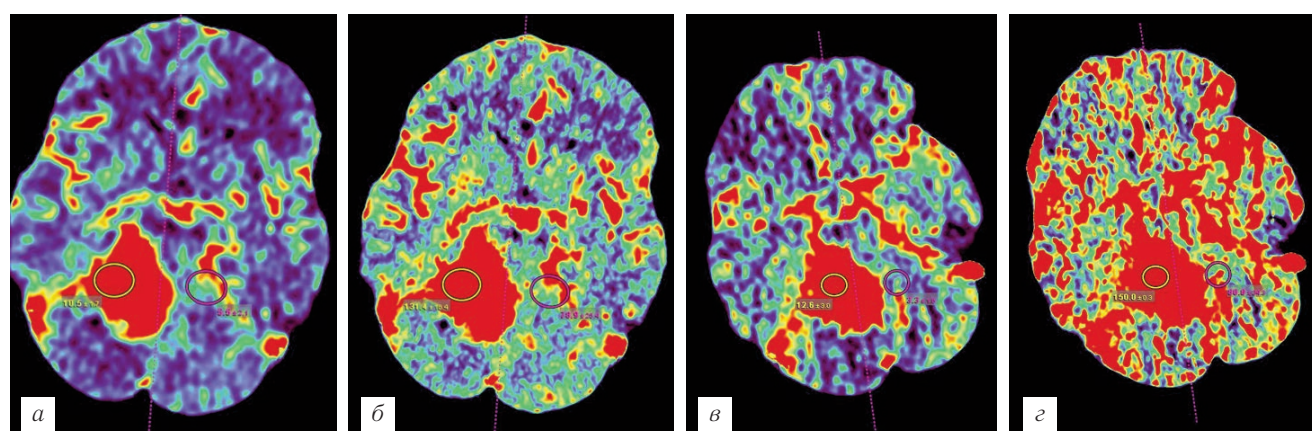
Астроцитома правой теменно-затылочной области с наличием кистозного компонента. КТ-перфузия: отмечается отсутствие динамики показателей перфузии у пациента после ЛТ: *а* — CBV, до лечения; *б* — CBF, до лечения; *в* — CBV, после лечения; *г* — CBF, после лечения.
